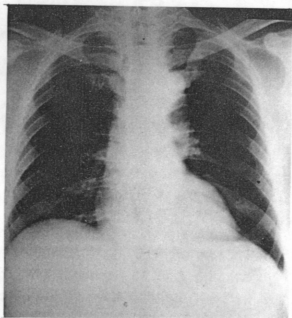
Chest X-ray(PA view) shows normal finding.
